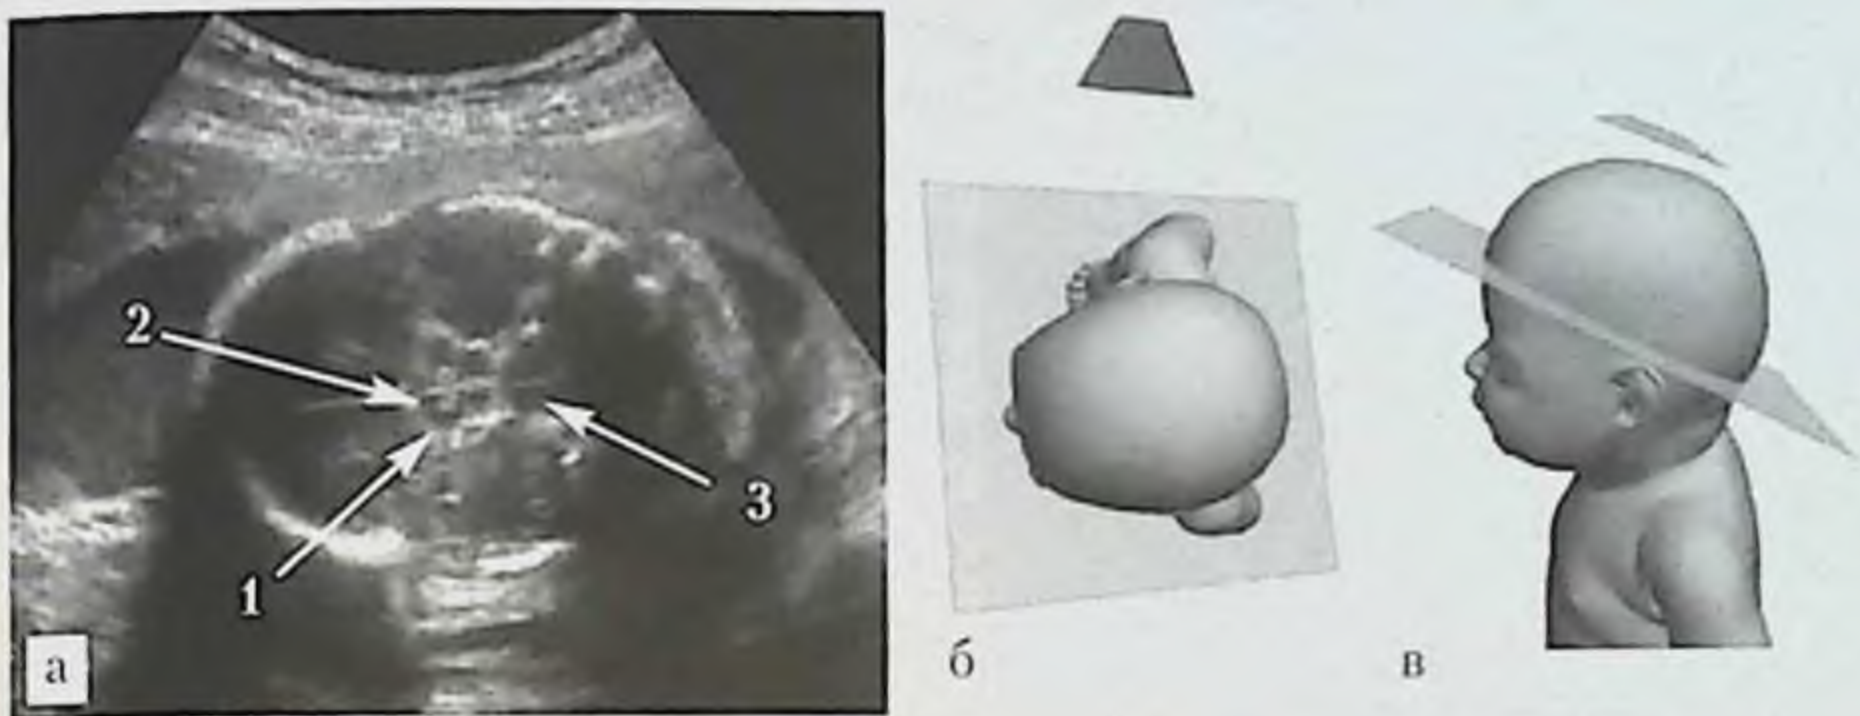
УЗИ головы плода, косая поперечная плоскость через нижнюю поверхность мозжечка. I — эхограмма головы плода на сроке 33 нед (трансабдоминальный доступ со стороны затылочной кости и червя мозжечка): 1 — червь мозжечка, 2 — IV желудочек, 3 — отражение эхосигналов от белого вещества и листков полушарий мозжечка. II — эхограмма головы плода на сроке 32 нед (трансабдоминальный доступ со стороны нижнего отдела затылочной кости): 4 — поперечное сечение продолговатого мозга, 5 — листки полушарий мозжечка: а, б, в — схемы расположения датчика, головы плода и ориентации плоскости сканирования.
